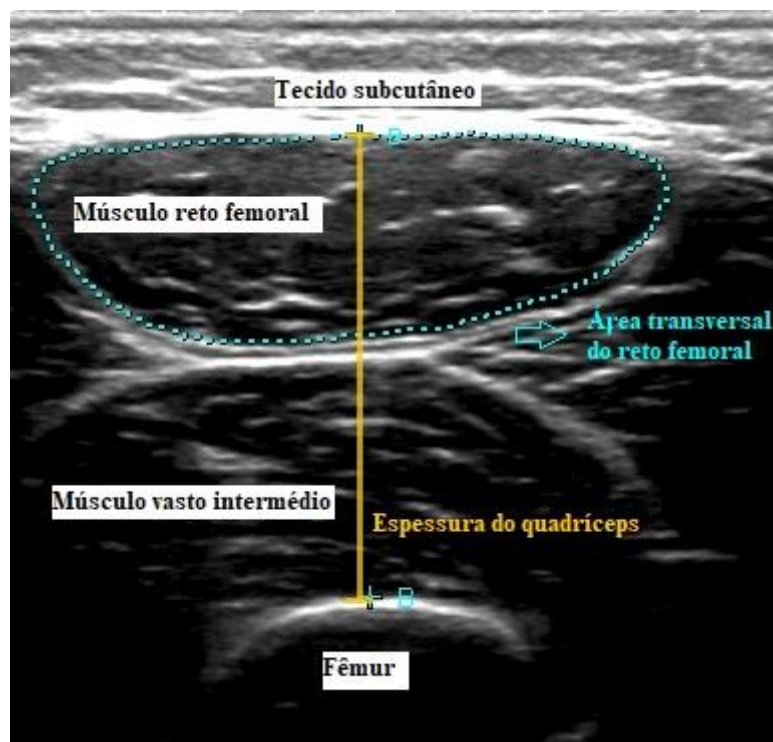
Estruturas teciduais obtidas por meio da imagem de corte transversal pela ultrassonografia, na região de 2/3 entre a crista ilíaca e a borda superior da patela.
